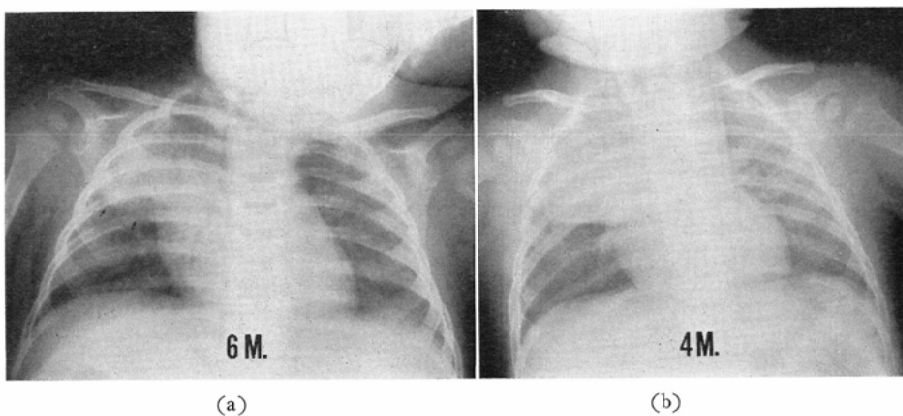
Roentgenogram of a six months old infant showing the right lobe of type Ip thymus which resembled lobar pneumonia. The ratio was 0.764. 5b Roentgenogram of a fifth months old infant showing large right lobe of type Isail thymus. The ratio was 0.646 on the right, 0.369 on the left.
